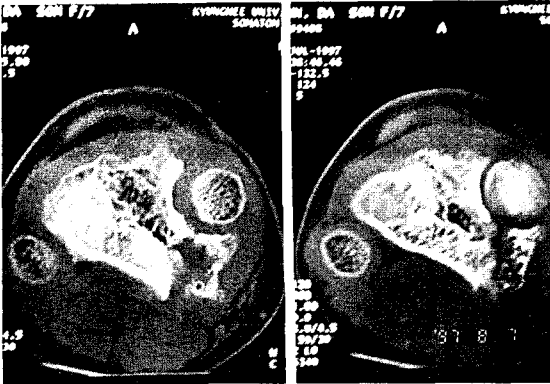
Computed tomographic finding, shows hyper-trophied grafted fibular head compare with host fibula in lateral side.
